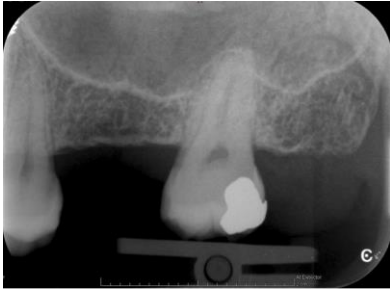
Radiographie rétro-alvéolaire quadrant 2
